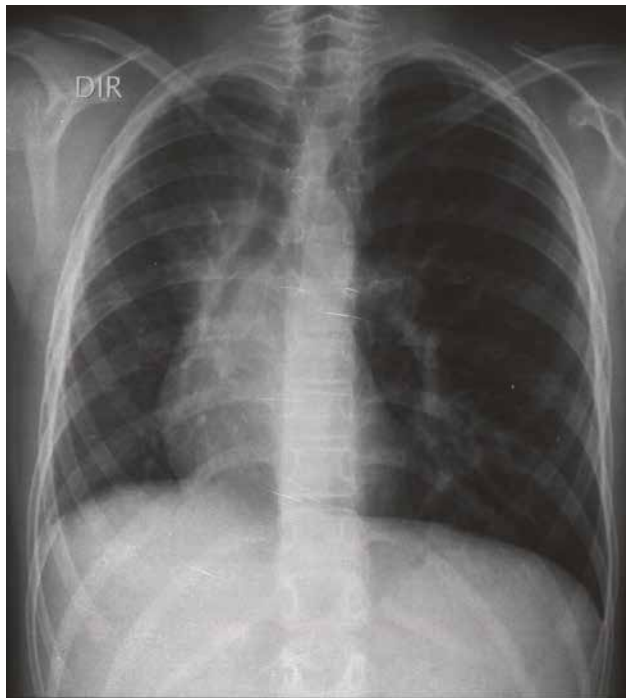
Radiografia simples de tórax em incidência Póstero-Anterior (P.A). Opacidade interstício-alveolar peri-hilar à direita com desvio do mediastino à direita e assimetria da transparência pulmonar.
